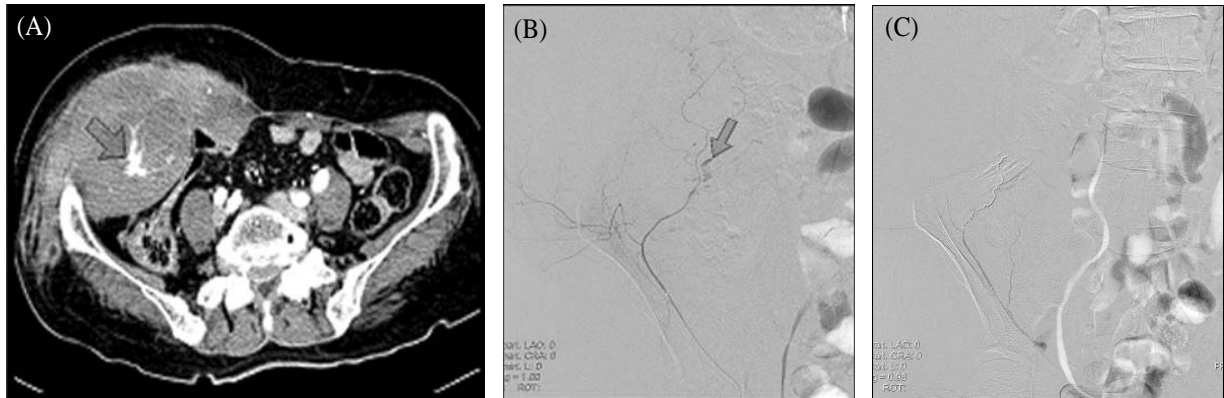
A. A contrast enhanced CT scan demonstrates a large right lateral abdominal wall hematoma with active extravasation (arrow). B. A right external iliac arteriogram and a selective right deep circumflex iliac arteriogram demonstrates extravasation from a branch of the deep circumflex iliac artery (arrow). C. An arteriogram after coil and gelfoam embolization demonstrates no further contrast extravasation.
